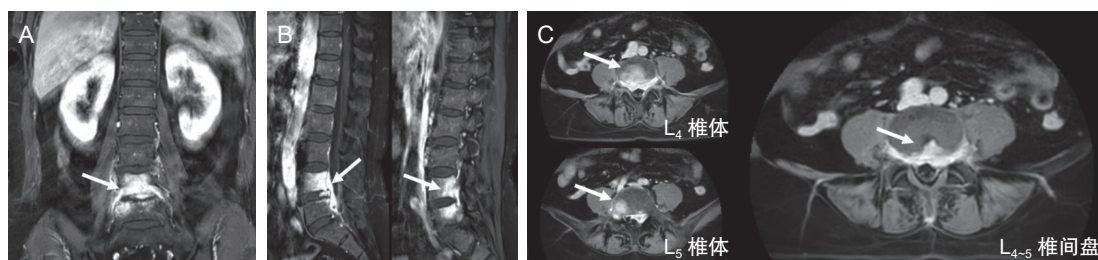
腰椎增强MRI示：L₄、L₅椎体、椎间盘后缘及邻近椎管内可见条片状异常强化灶
